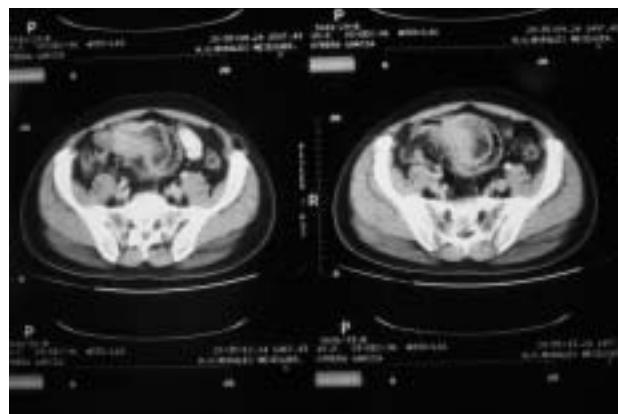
Tomografía axial computarizada mostrando una imagen en diana característica.
